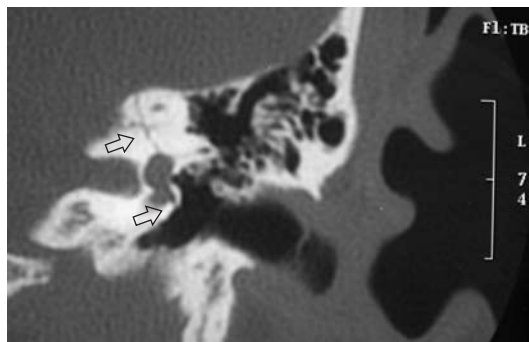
Fractura transversa que secciona el laberinto mostrada en una TC coronal del oído izquierdo.
